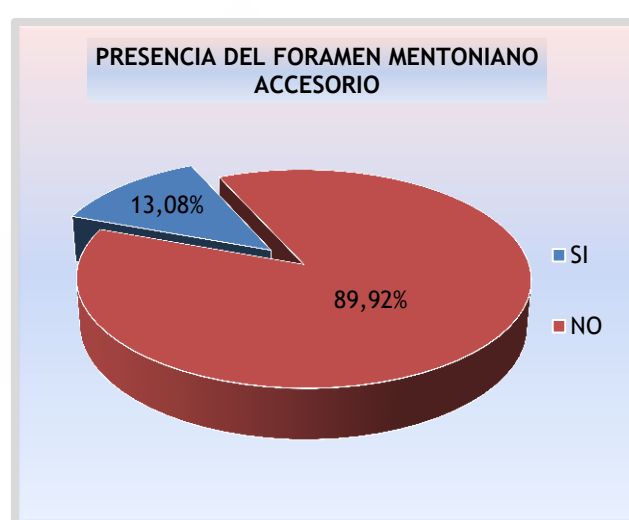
Prevalencia de forámenes mentonianos accesorios en tomografía computarizada de haz cónico.
